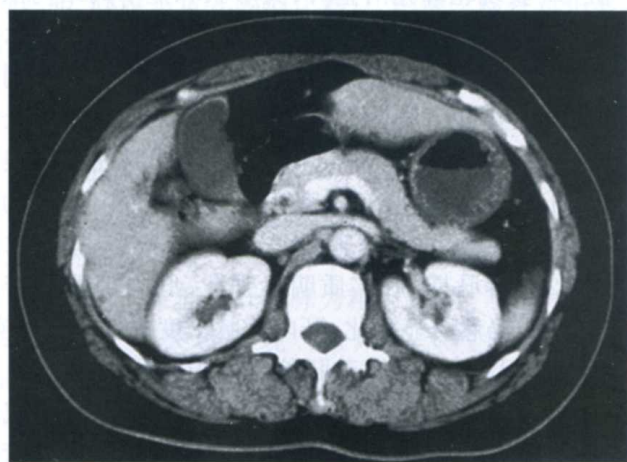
CT 横断面胰腺正常解剖(增强检查)
